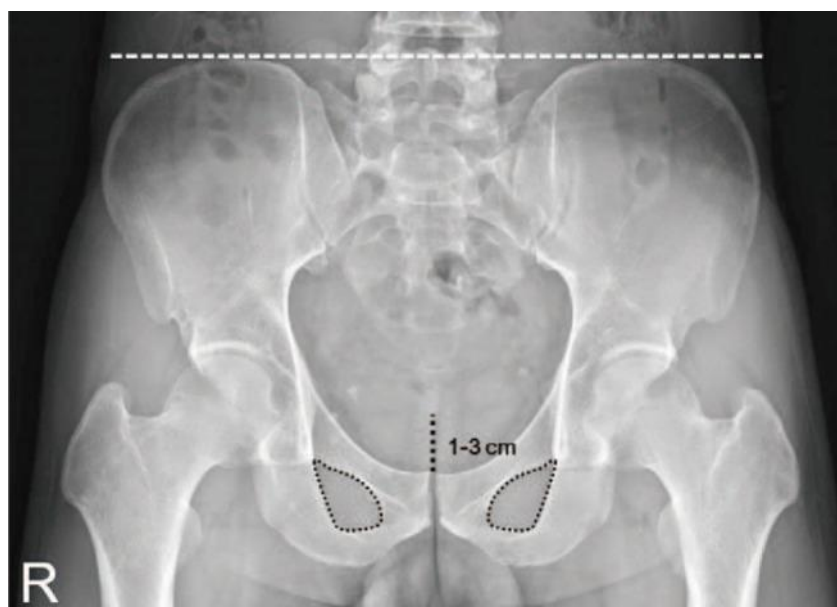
Стандартна передньо задня рентгенограма таза і стегна.
